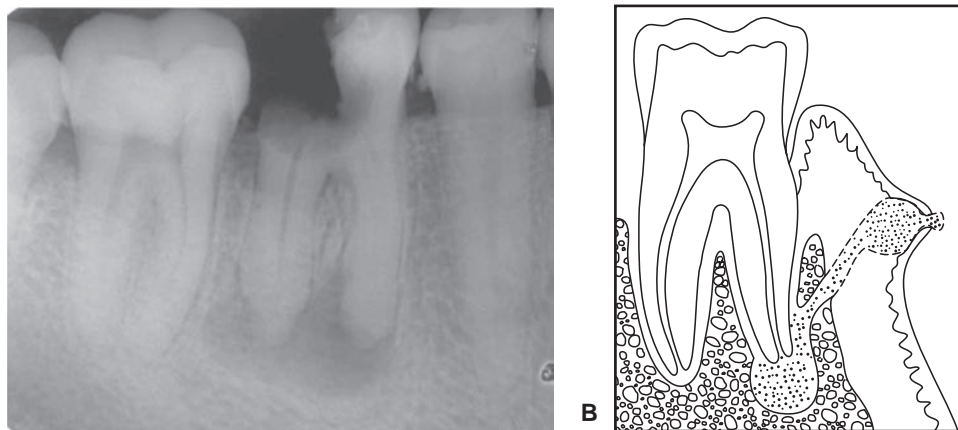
Proceso infeccioso en los tejidos periapicales como resultado de una lesión cariosa profunda (de cuarto grado): (A), este tipo de infección proviene de las bacterias que se encuentran en el interior de los conductos radiculares (B).
